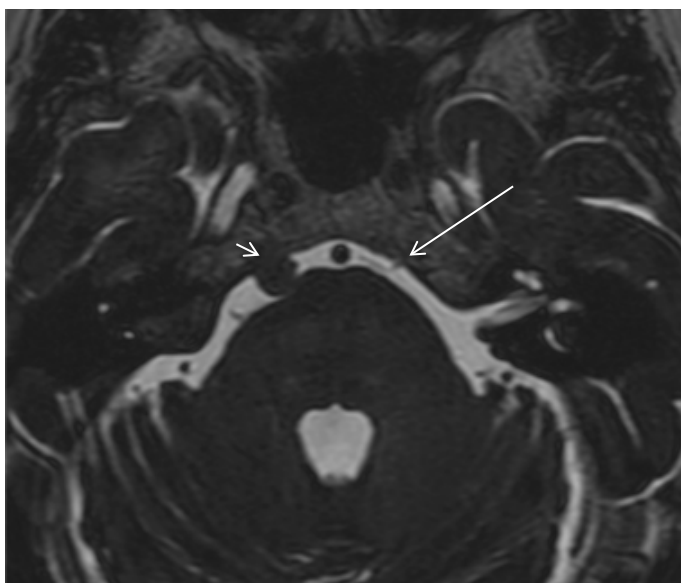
Resonancia magnética cerebral (secuencia 3D T2 en plano axial). Se identifica en el aspecto lateral izquierdo de la cisterna prepontina VI nc izquierdo (flecha larga). En el lado contralateral en la teórica localización del VI nc derecho (flecha corta) se aprecia lesión extraparenquimatosa ocupante de espacio comprometiendo el nervio craneal.
